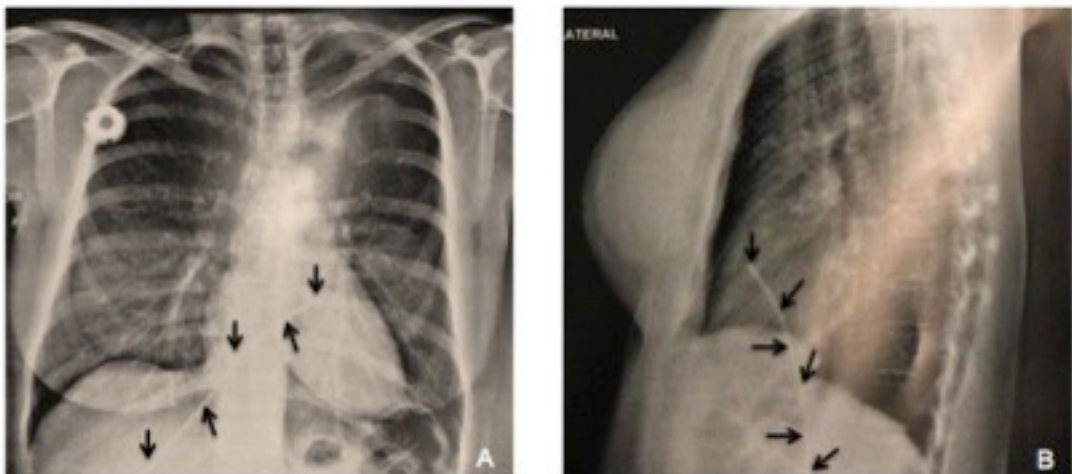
(A) e (B) Radiografia de tórax mostrando migração de cateter totalmente implantável para quimioterapia para a veia hepática. Nota explicativa: As setas apontam o cateter totalmente implantável para quimioterapia migrado para veia hepática.
